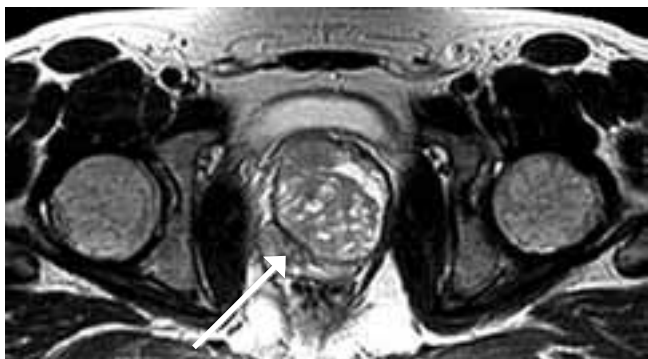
МРТ ПЖ на этапе предоперационного обследования (стрелкой указана опухоль)
